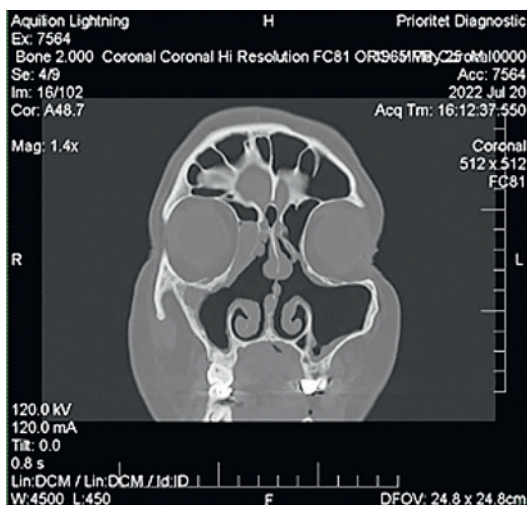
КТ мукоцеле в области передних клеток решетчатого лабиринта справа. Отмечается округлый контур, ровные границы, однородное содержимое в зоне agger nasi справа
